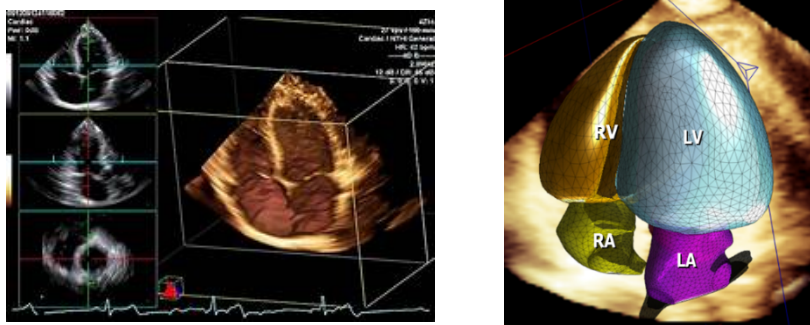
Ecocardiografia Tridimensional 3D (adaptado de *Ecocardiograma: indicações, tipos e mais* – Sanarmed, 2023).
